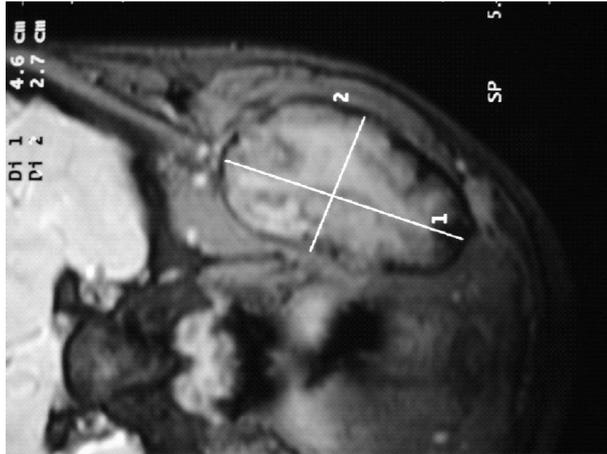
Imagem de RM em norma axial
